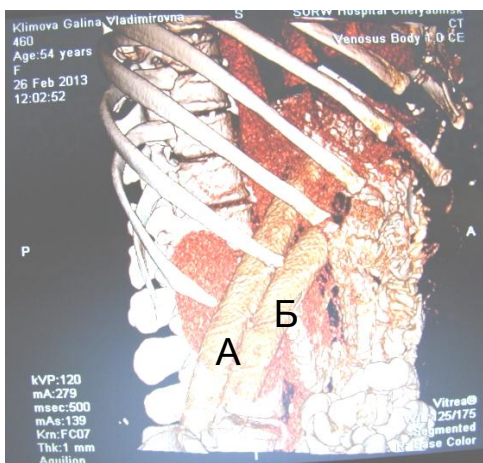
Мультиспиральная компьютерная томограмма в послеоперационном периоде в режиме 3D. Забрюшинная панкреатогенная флегмона с поражением правых квадрантов забрюшинной клетчатки (D1 и D2). Дренажи (А) и (Б) установлены в сальниковую сумку и в забрюшинное пространство
